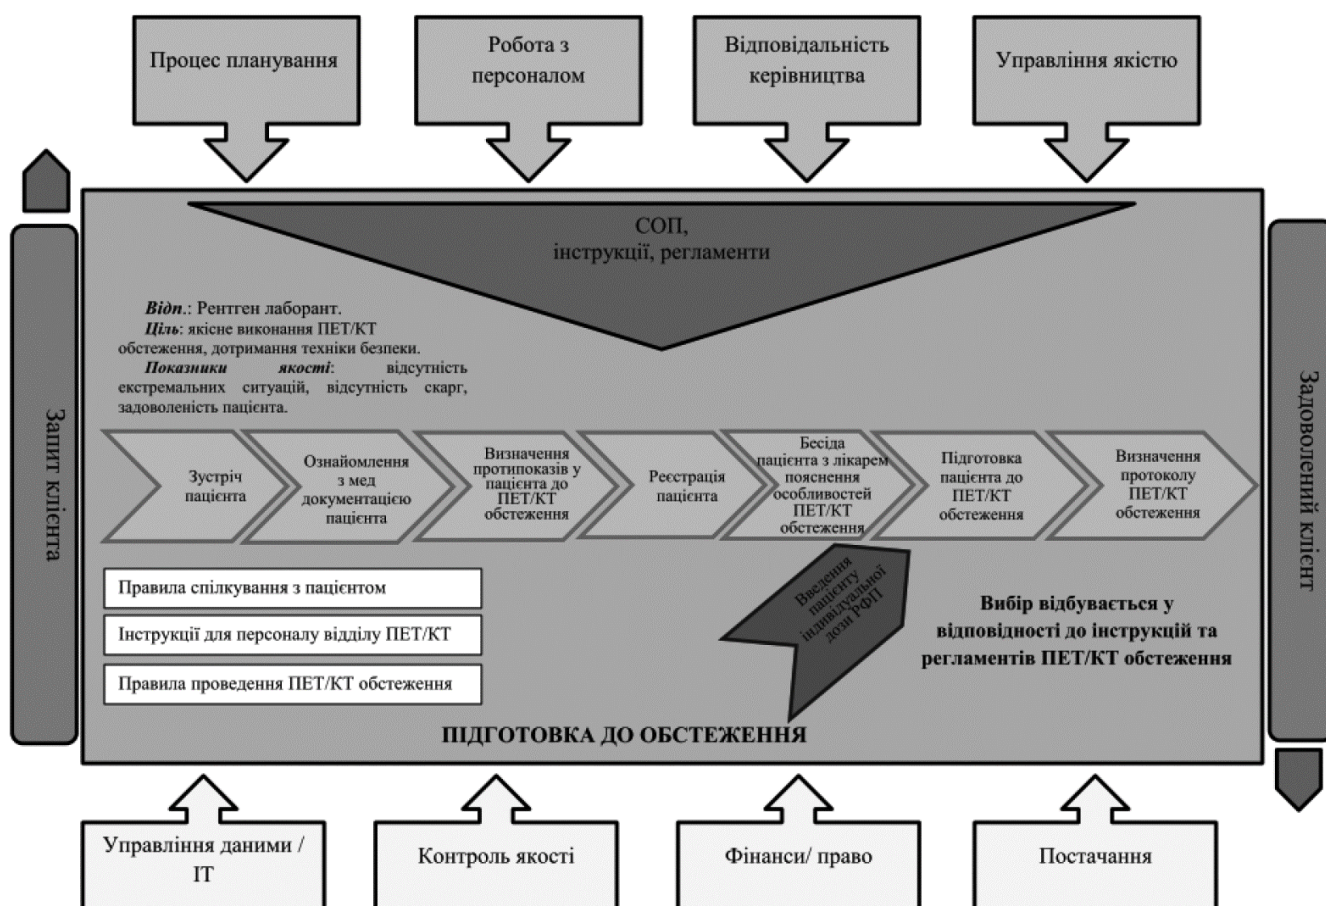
Скоординоване планування підготовки пацієнта до ПЕТ/КТ обстеження
